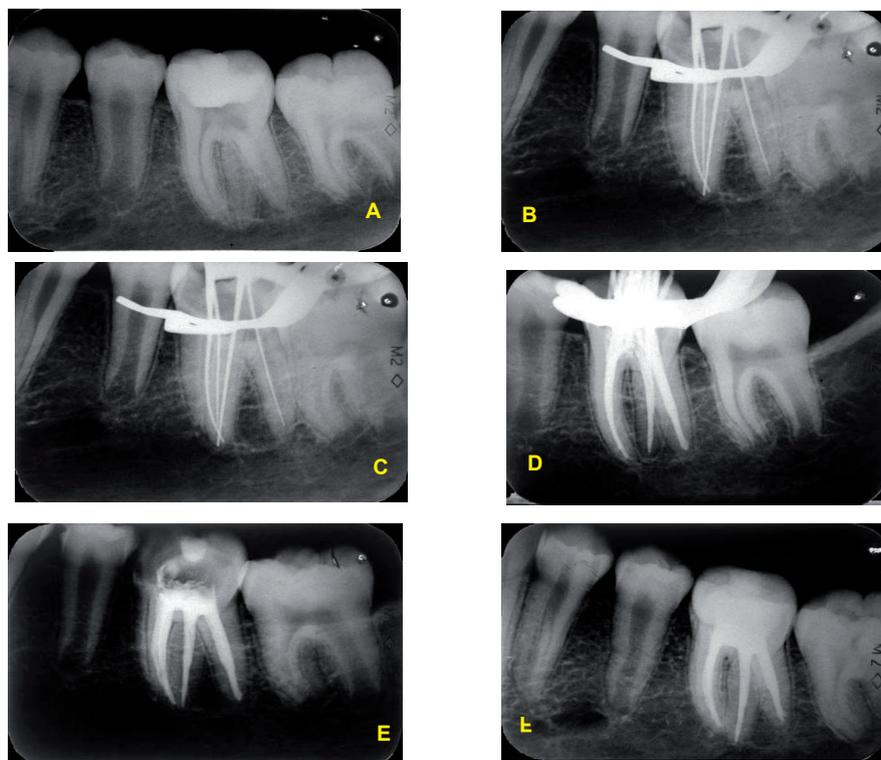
A- radiografia do dente 46 com três raízes. B- radiografia para confirmação do comprimento de trabalho. C- radiografia para confirmação da prova do cone de obturação. D- radiografia da condensação lateral. E- radiografia da obturação final. F- radiografia do controle de 2 anos.
